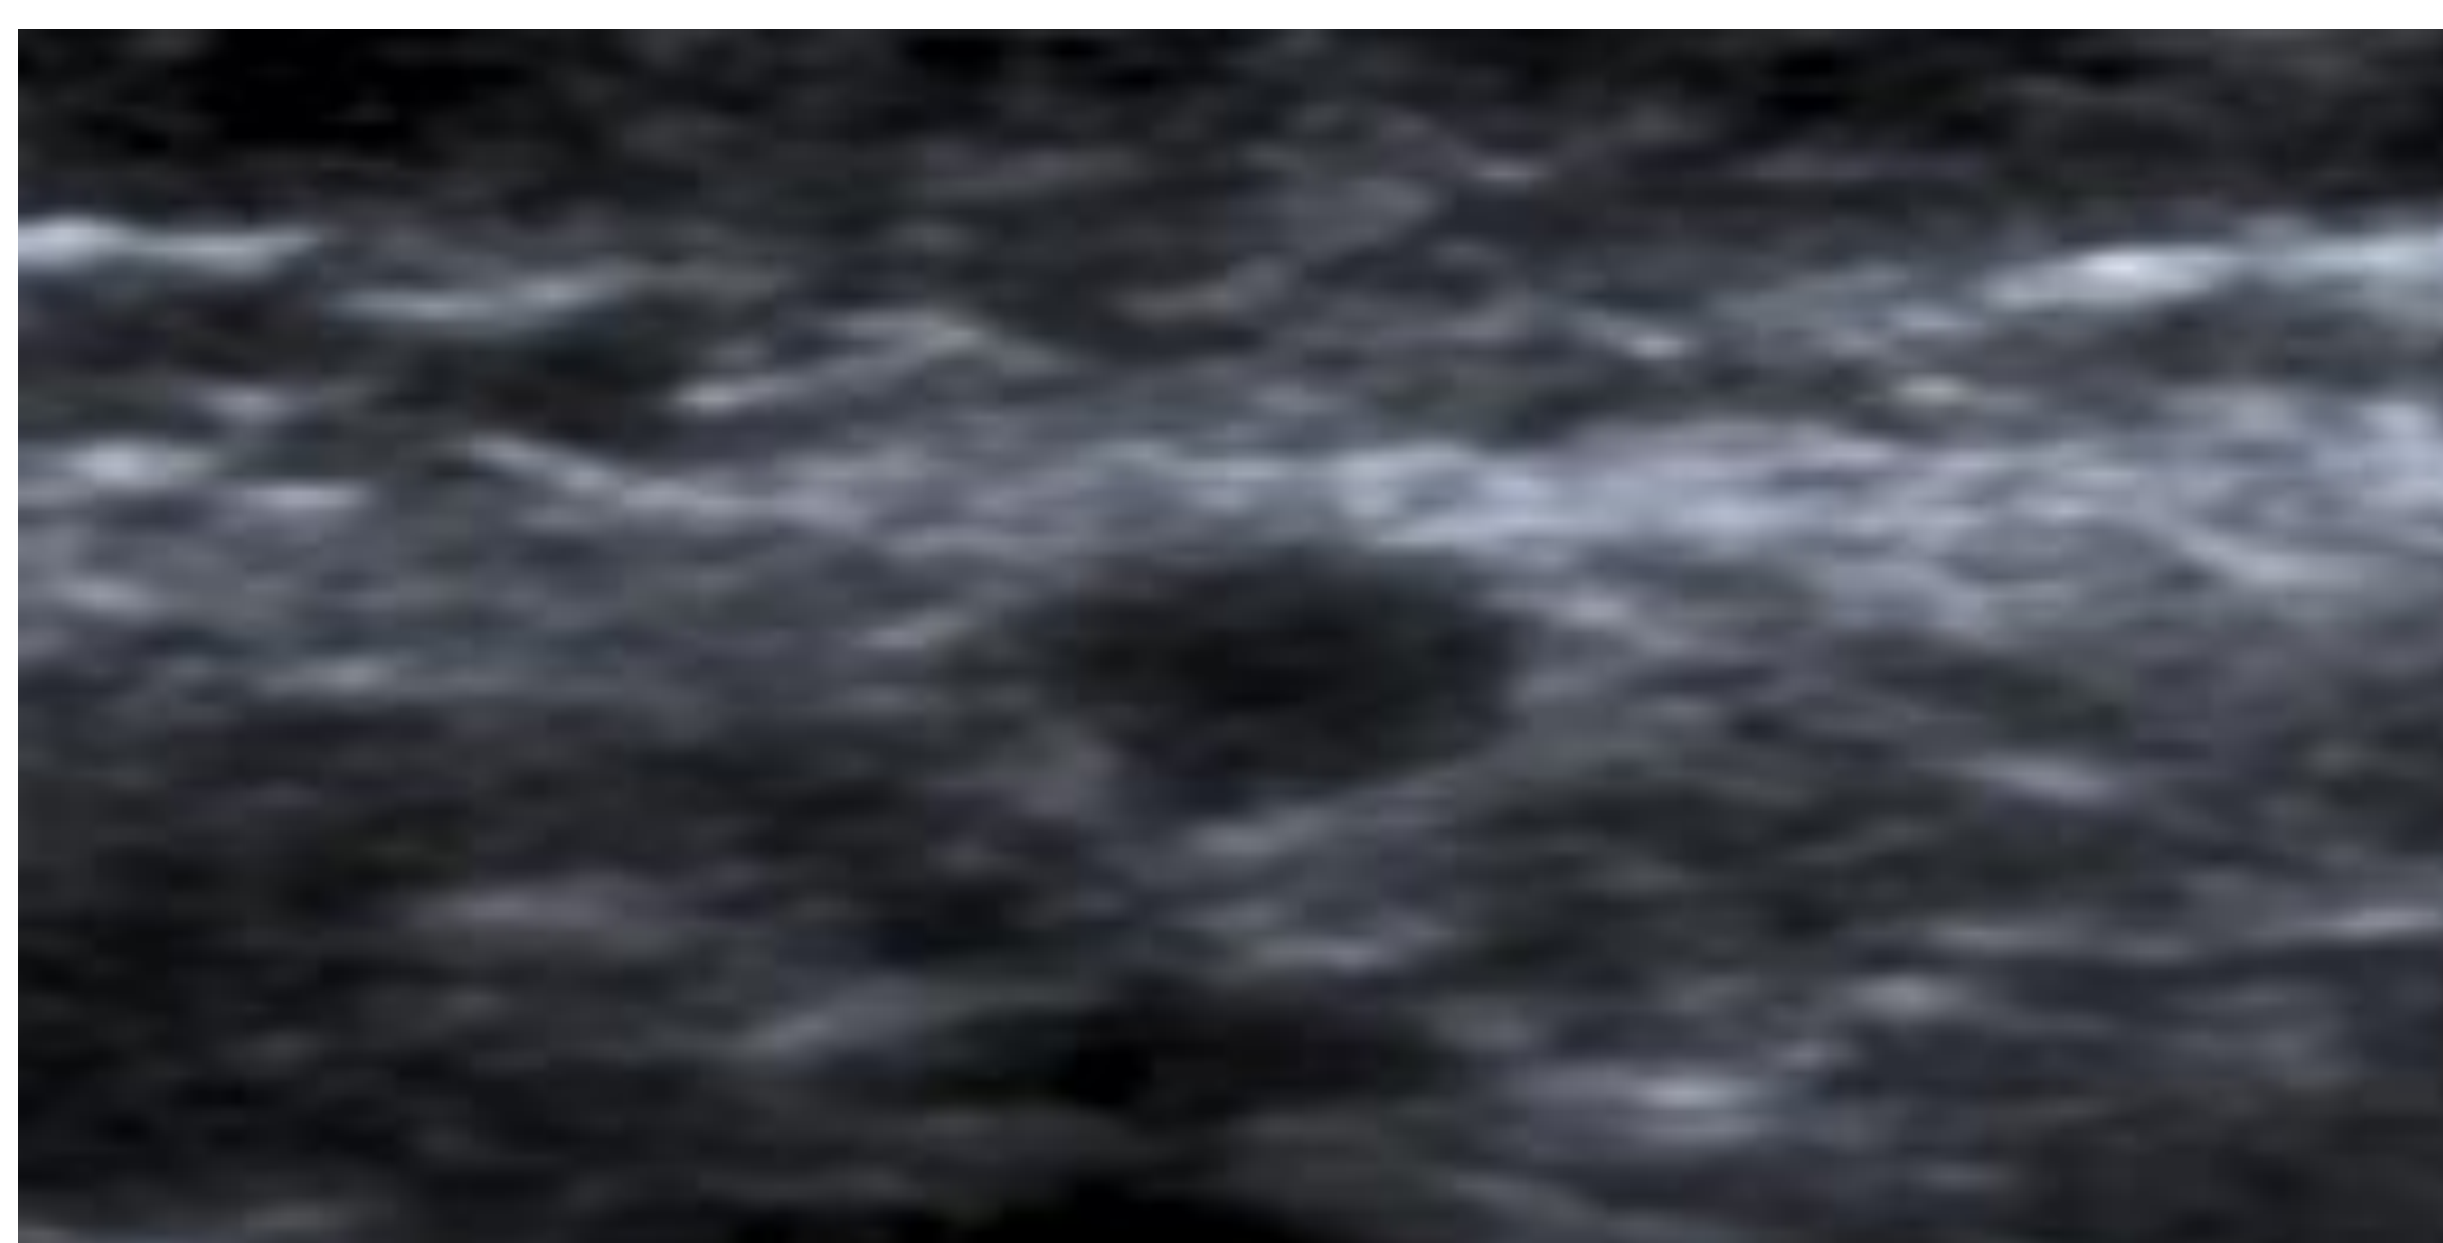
Ecografía. Nódulo hipoecoico con alguna irregularidad en su contorno en el lecho quirúrgico de mastectomía.
